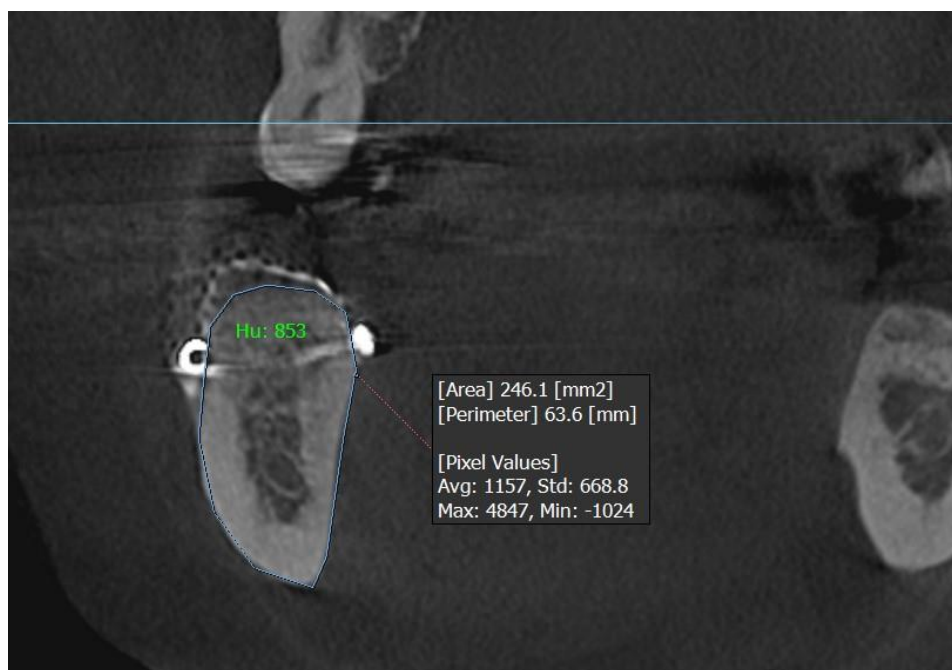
Вигляд поперечного зрізу ділянки нижньої щелепи за даними конусно-провеневої комп'ютерної томограми пацієнта Ю., 47 років, №171013, другої клінічної групи, через 6 місяців після оперативного втручання (пояснення в тексті).
